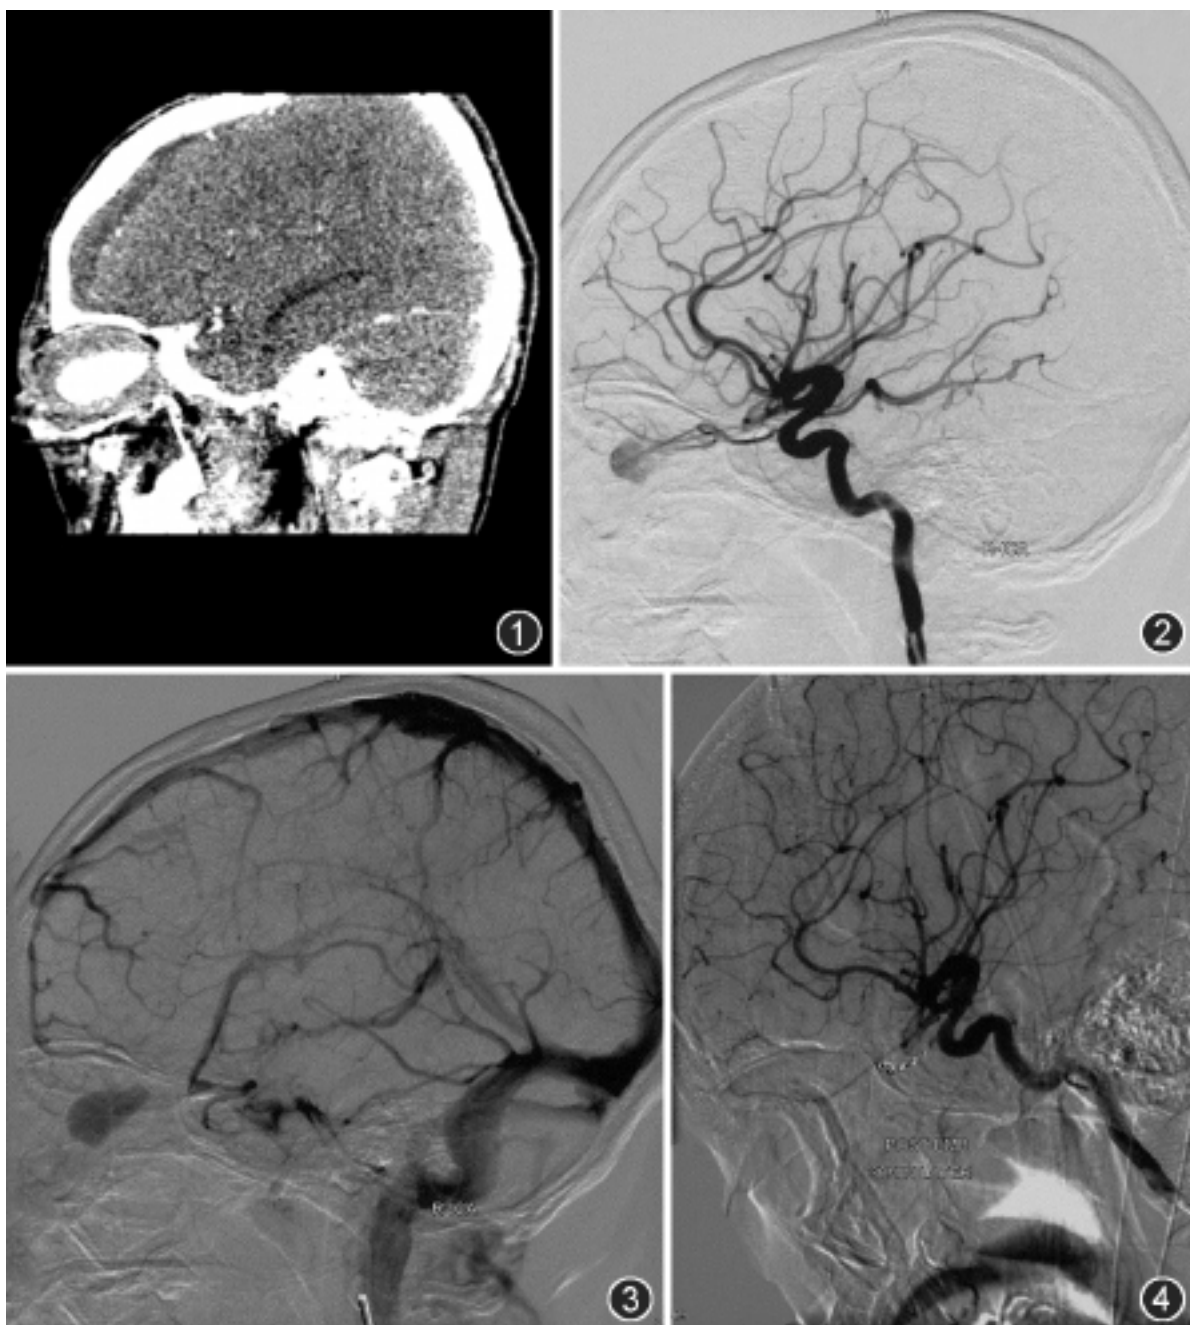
CT 检查示右眼球后血肿, 强化明显 图 2 脑血管造影示右眼动脉中段分支破裂, 对比剂外溢至球后 图 3 脑血管造影示右球后对比剂聚集, 静脉期无明显消散 图 4 以 2 枚电解式可脱铂金弹簧圈 (GDC) 栓塞右眼动脉, 造影复查示右眼动脉主干已闭塞
